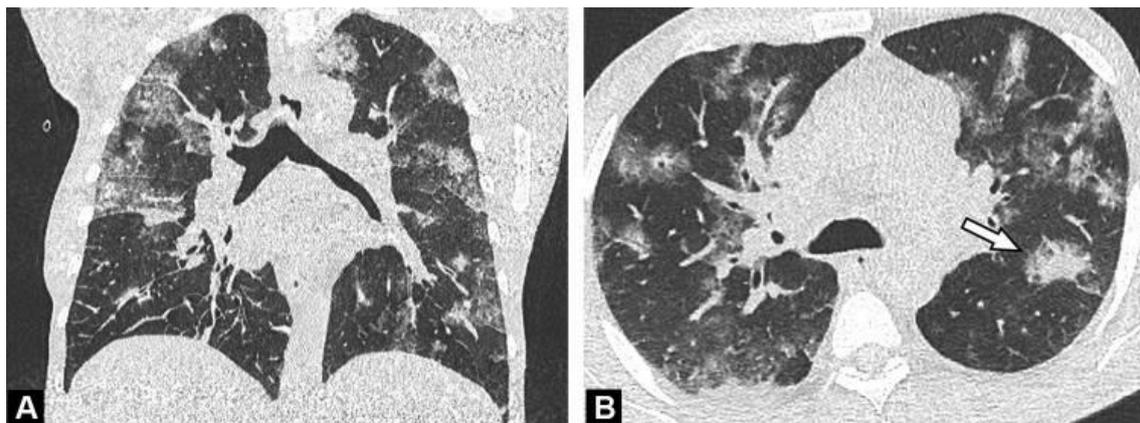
Esame TC non potenziato eseguito 6 giorni dopo la comparsa dei sintomi in un uomo di 64 anni con polmonite COVID-19. Le immagini TC assiali (A) e coronali (B) mostrano opacità di vetro smerigliato bilaterale mescolate con aree di consolidamento irregolari (freccia) nelle parti centrale e periferica del polmone.
